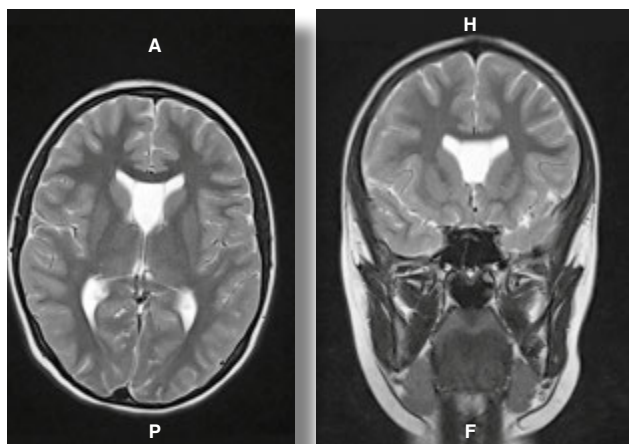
Расщепление прозрачной перегородки, выявленное в ходе МРТ-исследования
